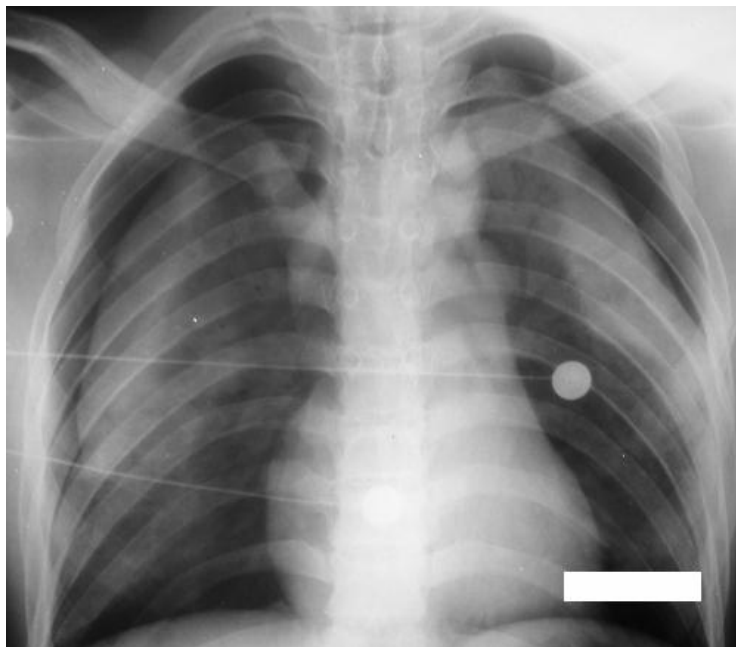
Radiographie du thorax face :
